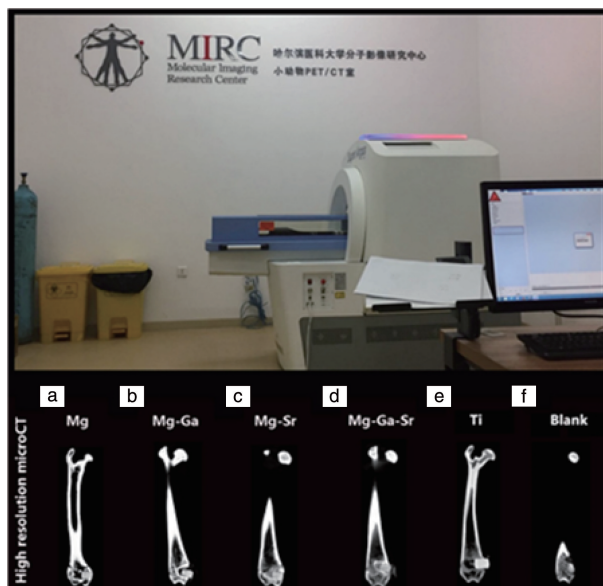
各实验组术后 7 d 股骨样本的 Micro-CT 扫描照片
